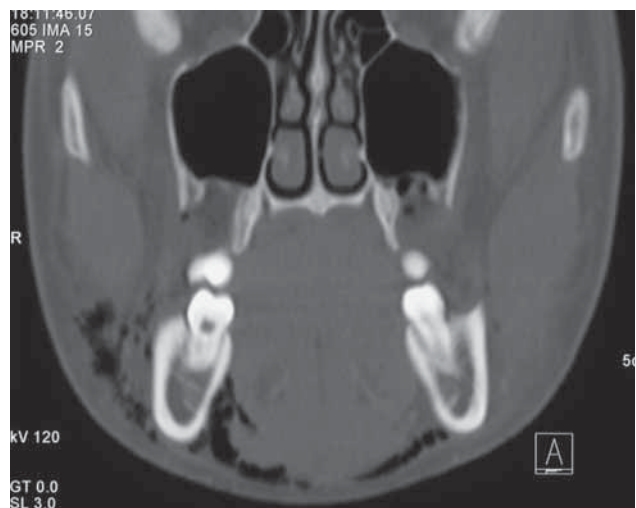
Koronare Computertomografie im Bereich der Molaren.
